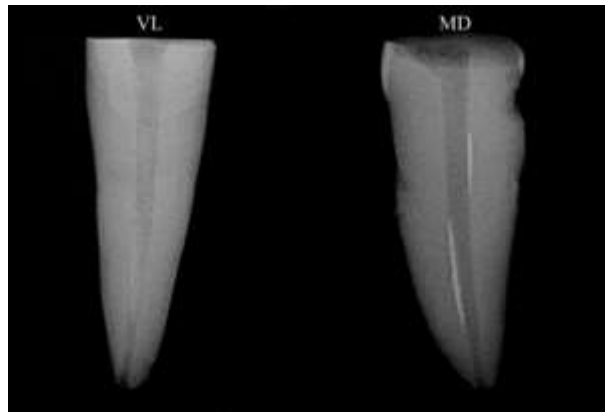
Exemple de radiographie en incidence VL (A) et MD (B) après la phase de désobturation
